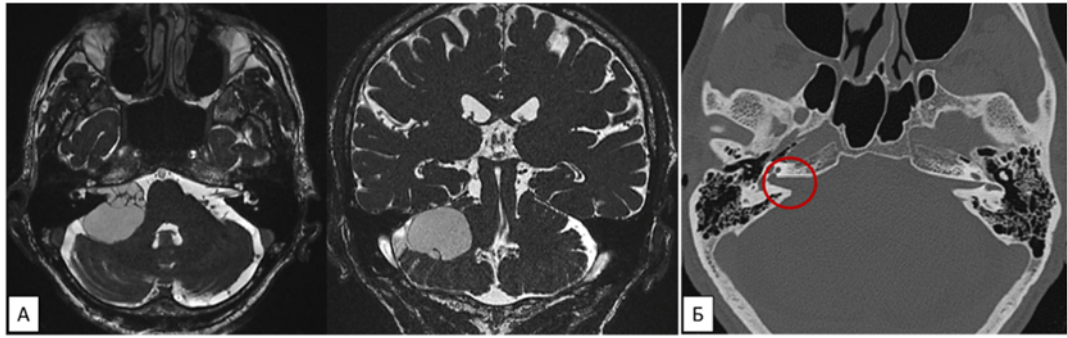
А, МРТ головного мозга до операции (режим T2-CISS), кистозная невринома правого слухового нерва (тип В); Б, КТ головного мозга до операции, расширенный правый ВСП
